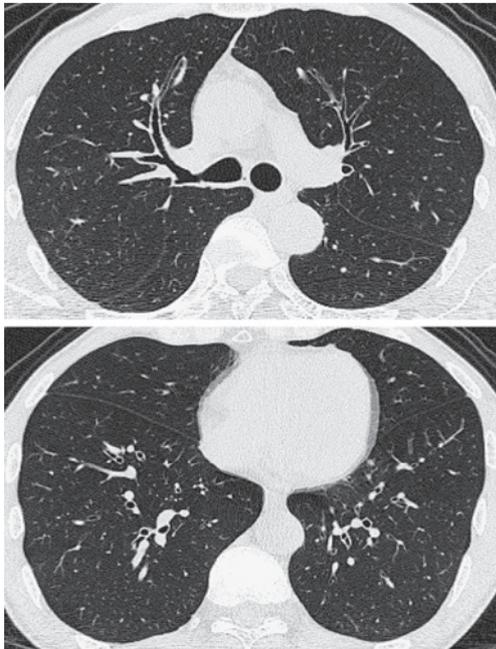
Chest CT scan taken 1 month after the administration of prednisolone shows dramatic improvement in his bronchial wall thickening.
